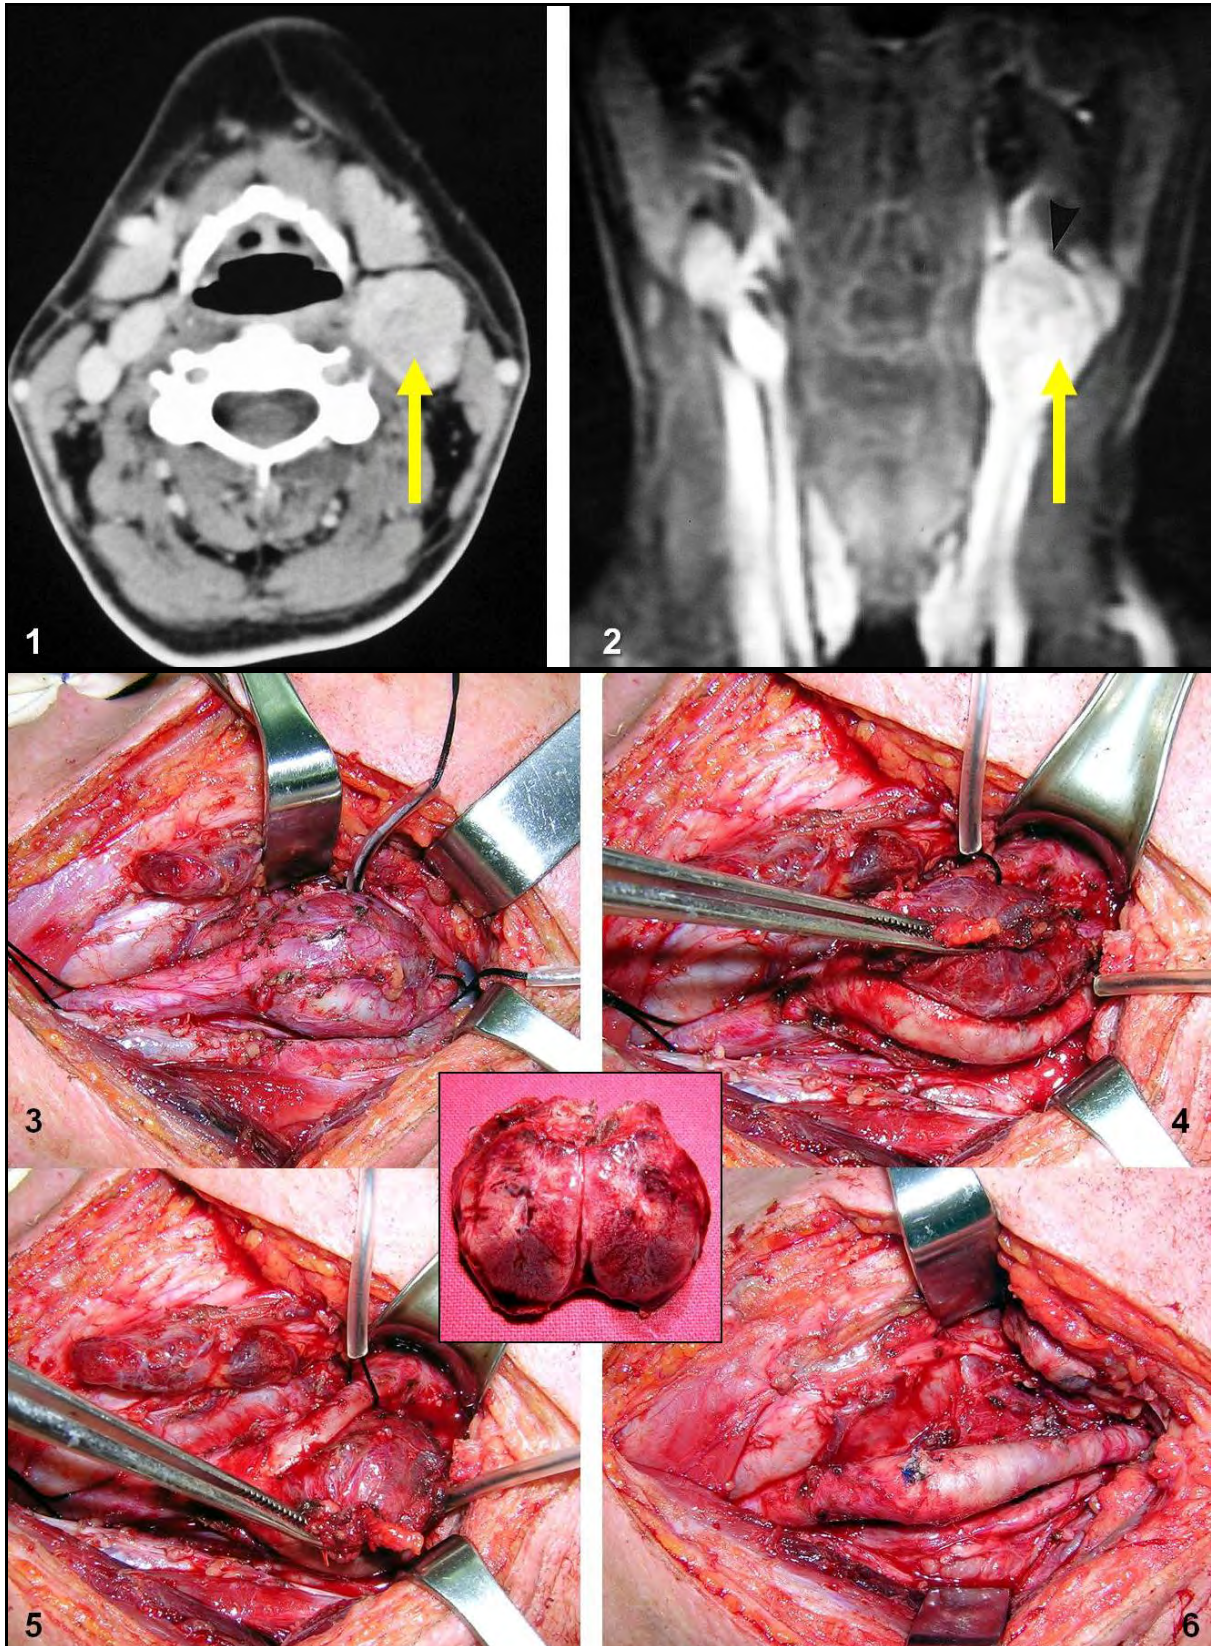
Schwannoma benigno de la cadena simpática cervical. A.N. Fem. 72 años – 27/7/99 – En la tomografía axial computada se señala la lesión que desplaza hacia adelante, la arteria carótida y la vena yugular interna. En la exploración quirúrgica se constató la topografía prevertebral. AC: arteria carótida común- X: nervio vago – VVI: vena yugular interna.
